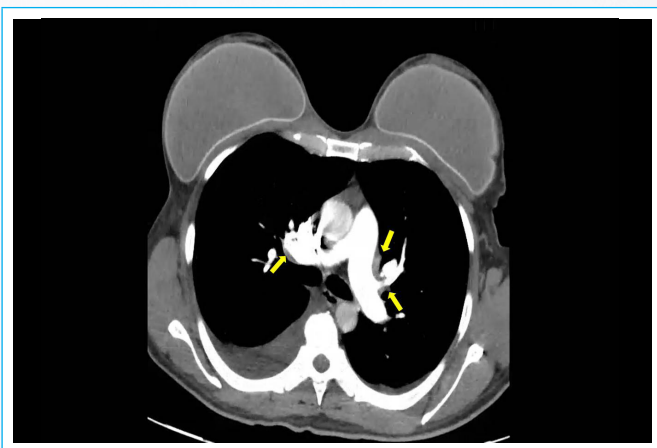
Angiotomografía de tórax contrastada, se señala con flechas amarillas defectos de llenado de contraste por trombosis de ambas arterias pulmonares.
